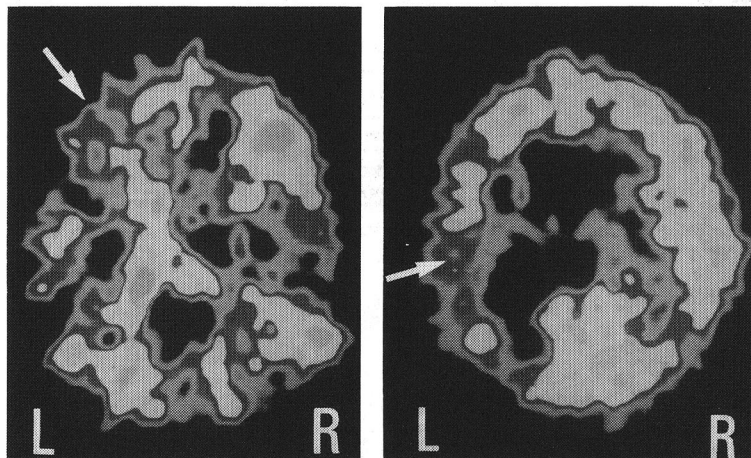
発作時の PET 像 (1991年11月8日, 6歳1ヵ月)
